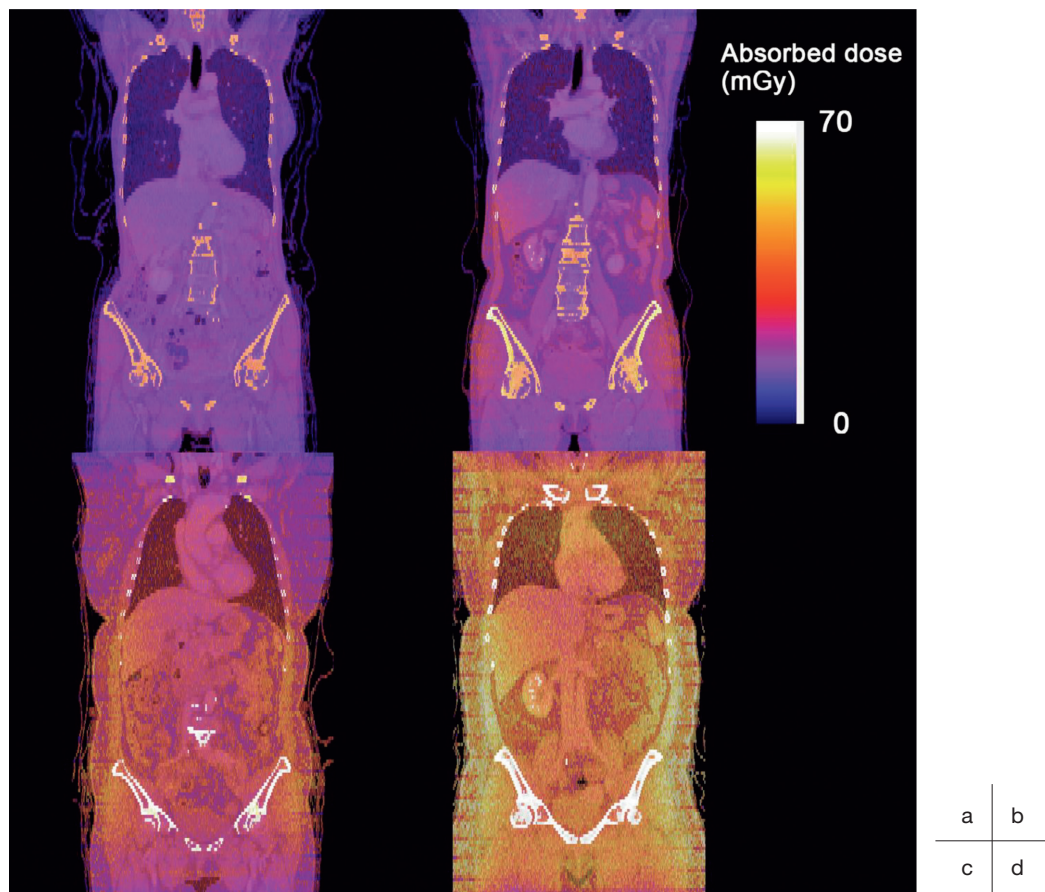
胸部から骨盤部のCT画像と推定線量分布画像の重ね合わせ(文献4より引用)
